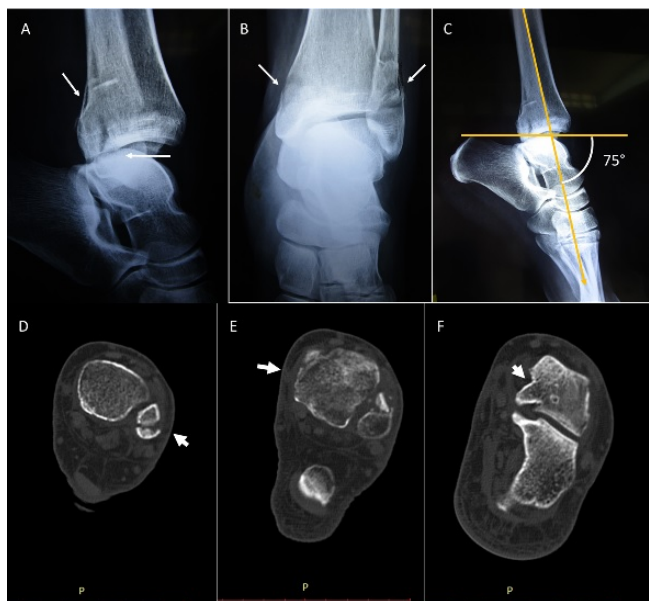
Radiografías simples antero-posterior y lateral de tobillo en (A y B) mostrando fracturas trimaleolar de tobillo de tipo 44 B3.2 de la clasificación AO; en (C) se observa equino extremo de tobillo (75), y área de presión en cuerpo del astrágalo. Las imágenes (D, E y F) corresponden a tomografía computarizada en corte axial mostrando las zonas de fractura mencionadas (flechas), en (F) se aprecia fractura no desplazada y en consolidación del cuerpo del astrágalo en su vertiente medial.
